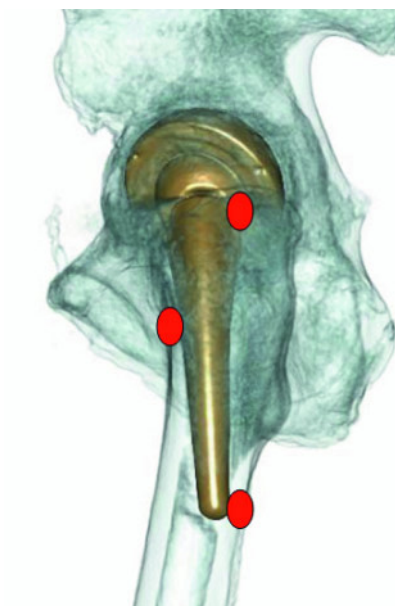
PAP-Fixation im 3D-CT
